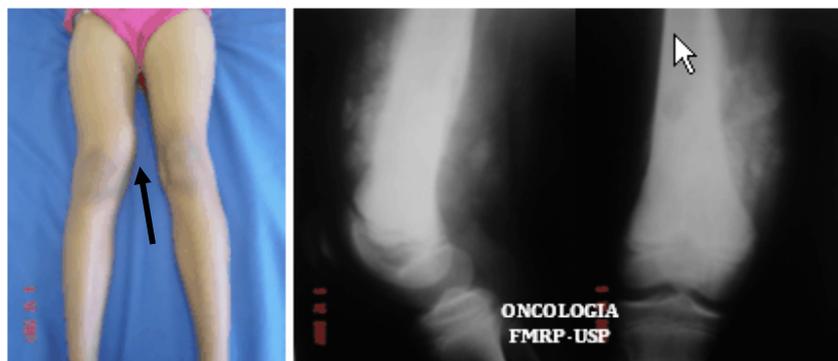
Exemplo de tumor altamente maligno. Na face interna do joelho há aumento de volume que, na radiografia, corresponde a grande lesão irregular, formadora de osso (osteogênica) que invade os tecidos vizinhos.
